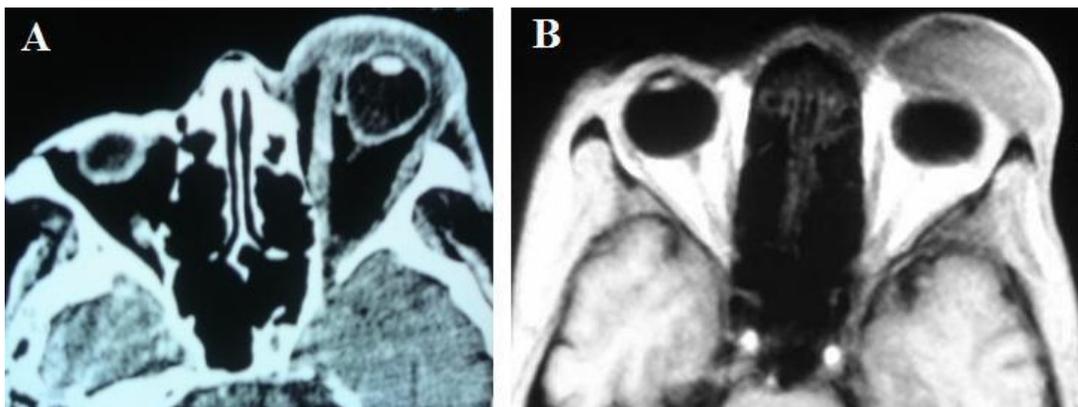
A.TC crânio com contraste demonstrando celulite pré-septal esquerda. B.RM crânio demonstrando celulite orbitária pré-septal esquerda.
